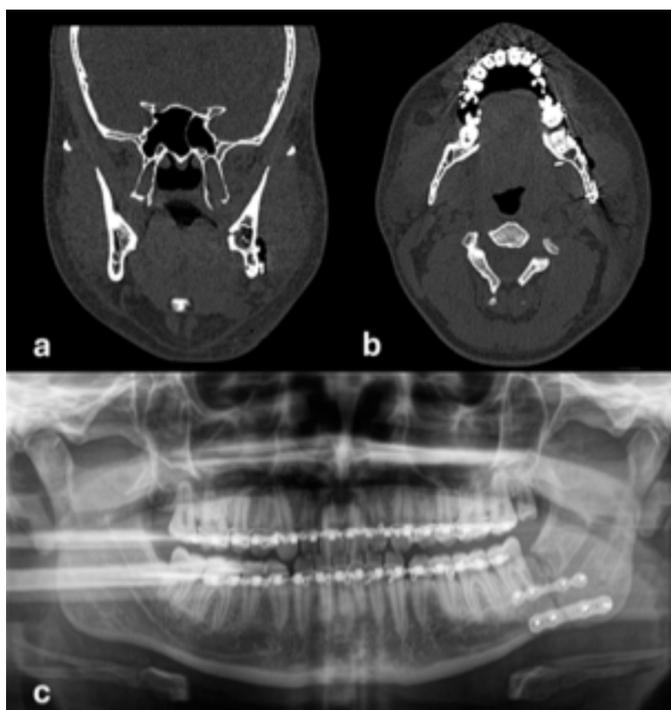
Tomografía Axial Computarizada postoperatoria día 1, con fractura reducida y ausencia de tercer molar (a y b); (a) Visión coronal, (b) Visión Axial, (c) Radiografía panorámica de control semana 7 postoperatoria.
